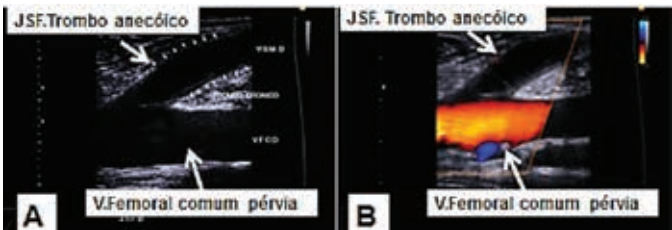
Trombose venosa superficial na junção safeno-femoral, fase aguda (anecoica) - observar as setas. A = Ecografia (trombo agudo e sangue anecoicos). B = Doppler colorido (veia femoral comum pervia e JSF ocluída)
